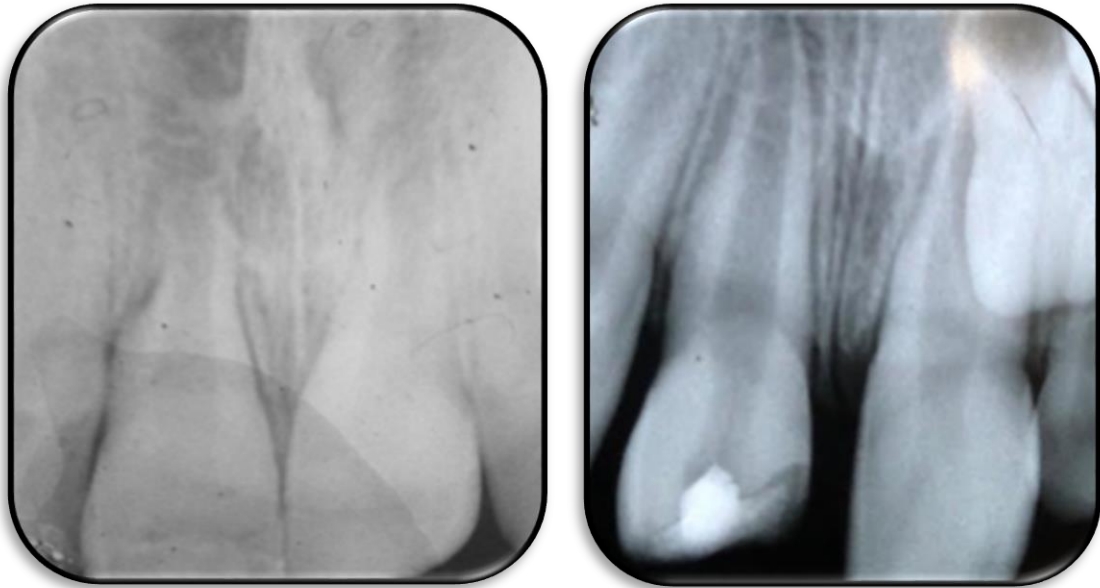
Radiografías iniciales de dos pacientes a los que se le realizaron técnicas de revitalización en piezas 11, ambas con diagnóstico de necrosis pulpar, con ápice inmaduro. Especialidad de Endodoncia (2018).
